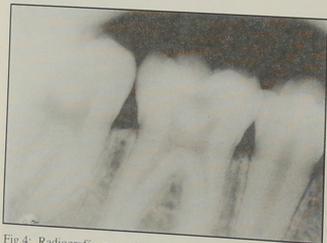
Radiografía postaplicación del carioestático y grabado ácido
